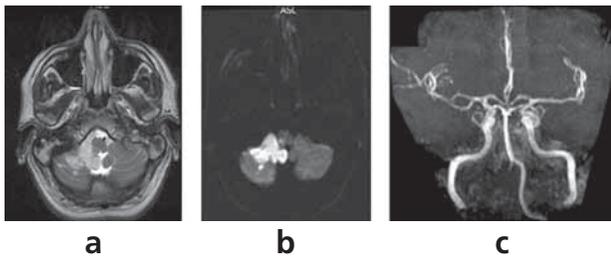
RM de encéfalo; a y b: secuencias axiales en T2 y difusión se observa lesión isquémica de cerebelo y bulbo a derecha; c: Angiorresonancia intracraneana, la arteria vertebral derecha con ausencia de señal por disección.
